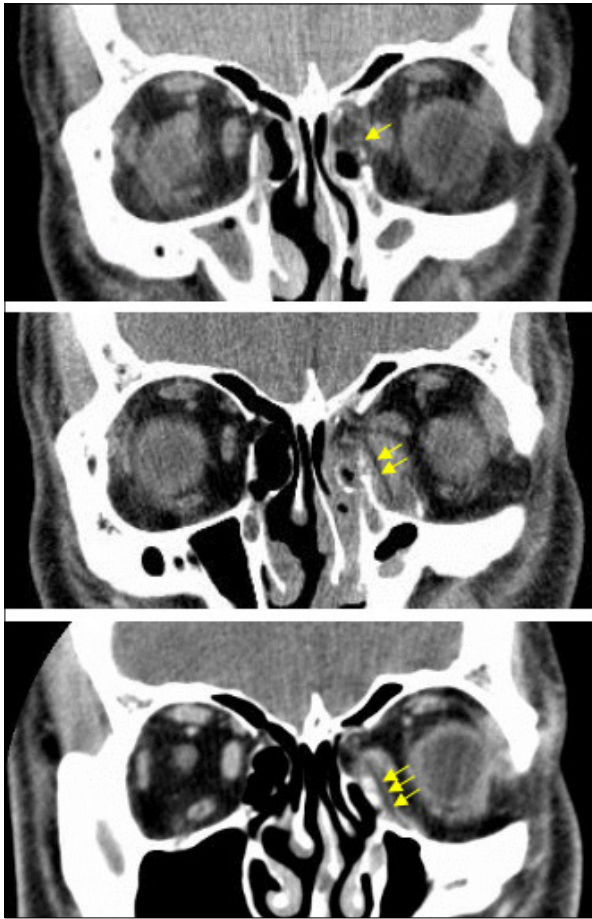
Porous polyethylene (Medpor[®]; Porex Surgical, Inc., Newnan, Ga.). (Above) Preoperative coronal CT scan of 26-year-old male with left medial orbital fracture (single arrow). (Center) CT scan, in 1 month after the orbital reconstruction using Medpor[®] (double arrow). Note Medpor[®] is seen radiolucent as dark gray nearly black line just above orbital defect area. (Below) CT scan, in 12 months. Note Medpor[®] (triple arrow) is still seen radiolucent as dark gray but the radiodensity is increased.
